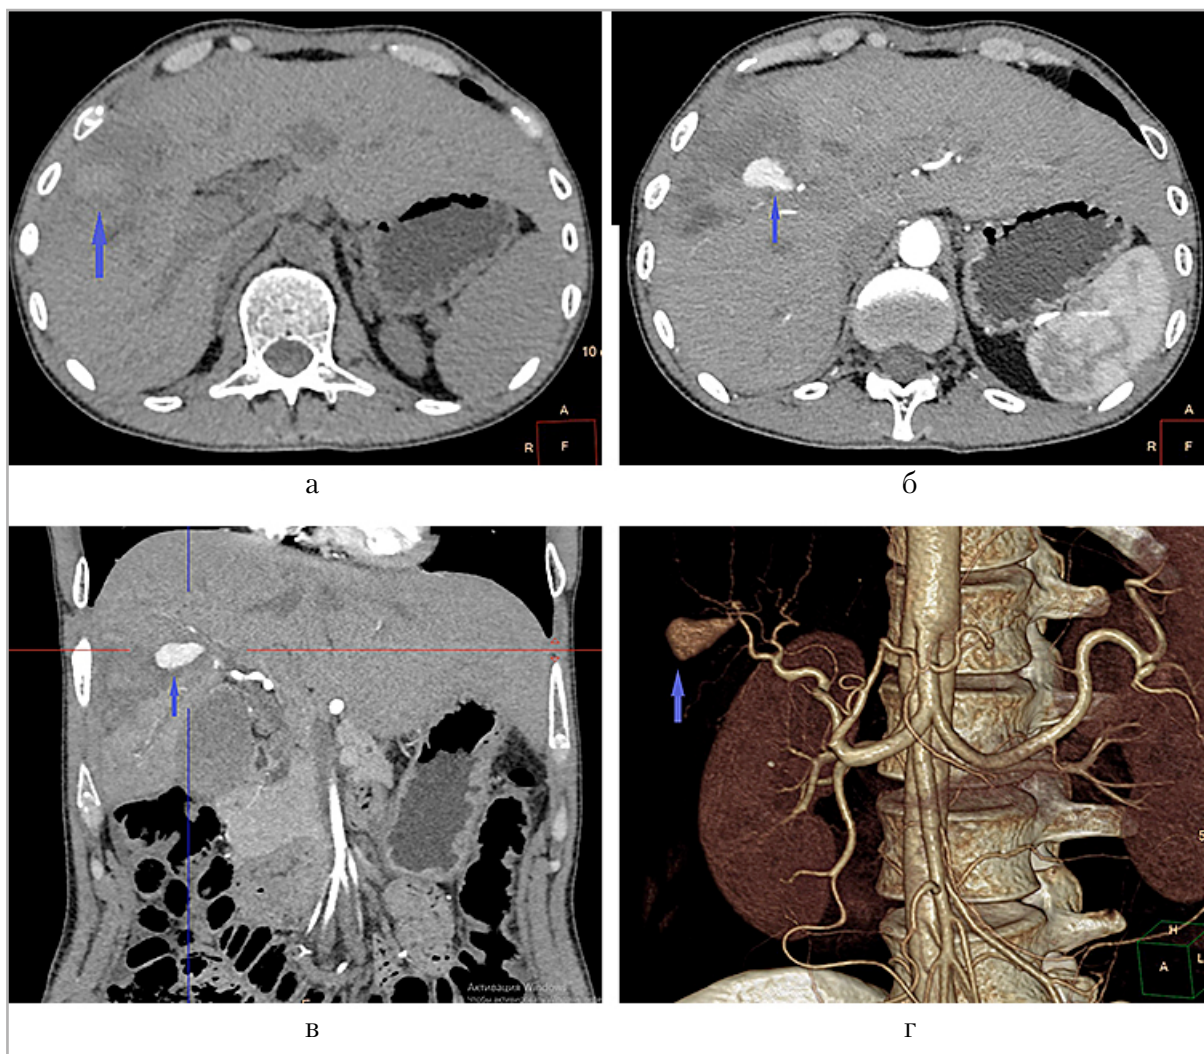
КТ-томограммы органов брюшной полости (стрелкой указана аневризма): а — нативное изображение, аксиальная проекция; б — постконтрастное изображение, артериальная фаза контрастирования, аксиальная проекция; в — венозная фаза, коронарная проекция; г — 3Д-реконструкция целиако-мезентериального бассейна в артериальную фазу
